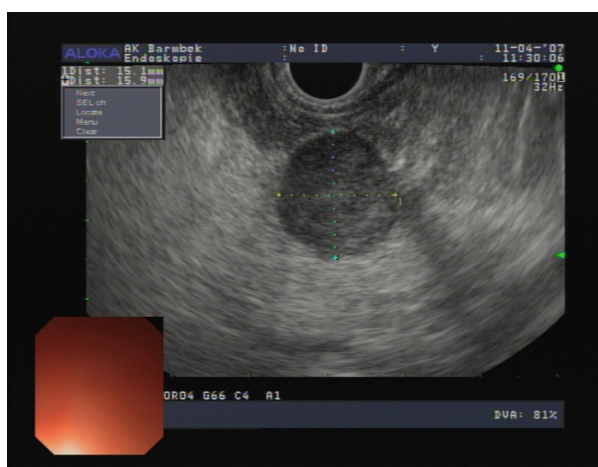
Endosonographische Darstellung eines NET
